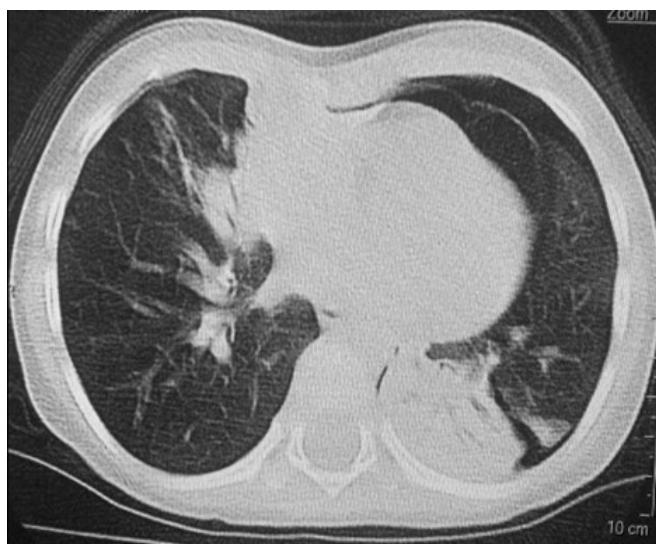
TC torace all'ingresso. Falda di pneumotorace che circonda il polmone di sinistra in sede basale, anteriore e apicale; scollato anche il foglietto pleurico scissurale. Pneumomediastino in sede superiore. Area di consolidazione parenchimale a carico del lobo inferiore di sinistra e del lobo medio di destra.
